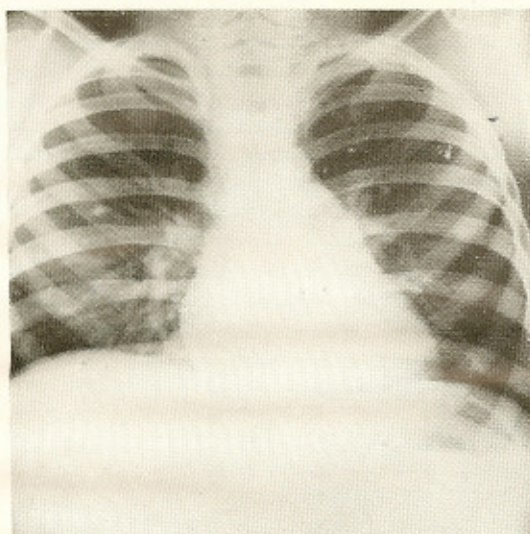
Hilos espessados, micronodulação disseminada e acentuação da trama vascular. O coração se apresenta com nítido aumento do arco médio, fato não registrado em telerradiografias anteriores, traduzindo dilatação da artéria pulmonar.
